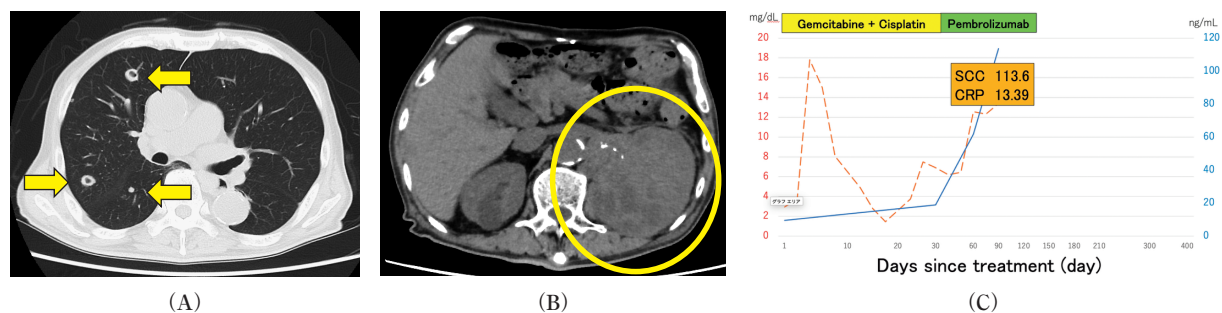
Computed tomography (A, B) shows multiple lung metastases and enlargement of the primary tumor and lymph node metastases; the treatment course is shown in (C). dotted line: CRP solid line: SCC
